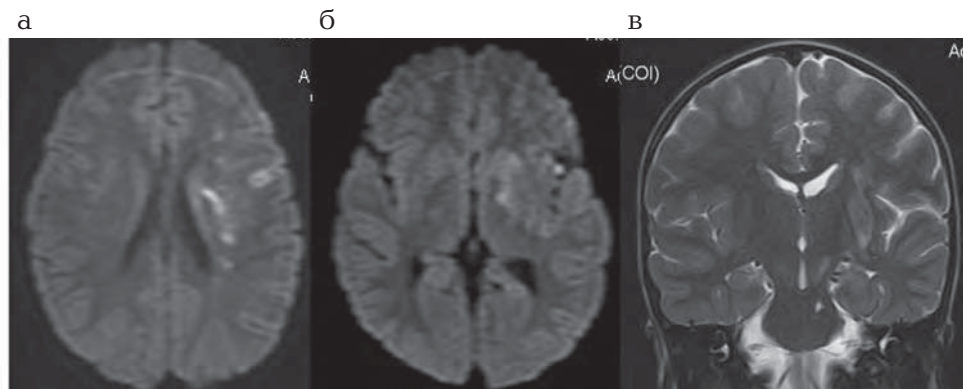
Пациент 6 лет. Диагноз: ВИЧ-инфекция. Магнитно-резонансные томограммы: а — DWI, аксиальная плоскость. Зона острой ишемии в перивентрикулярных и кортикальных отделах левой лобной доли и островка (бассейн правой СМА); б — зона вазогенного отека в проекции базальных ядер слева; в — T2 ВИ, фронтальная плоскость. Постишемическая киста в левых отделах моста
